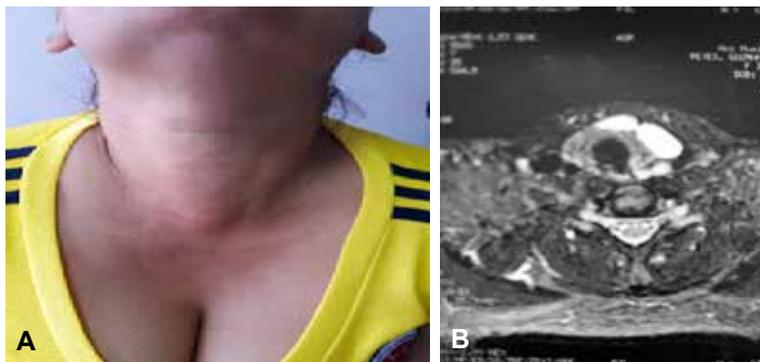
Malformación linfática en cuello. A) Aspecto al examen físico donde se aprecia que la masa aumenta con las maniobras de Valsalva. B) Resonancia nuclear que muestra hipercaptación de lesión linfática.
